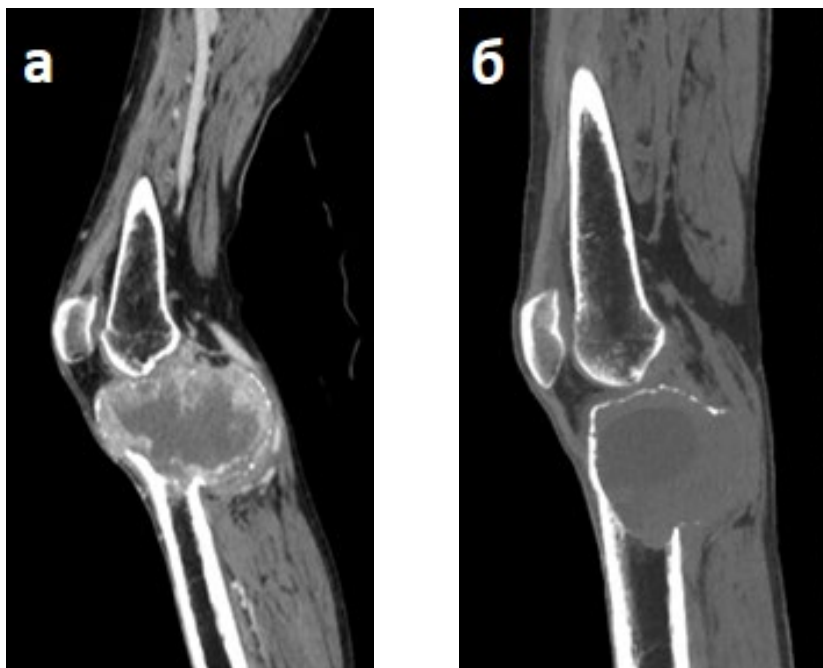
КТ левого коленного сустава в боковой проекции. Гигантоклеточная опухоль проксимального метаэпифиза левой большеберцовой кости (III стадия по Enneking) (оригинальный рисунок):
